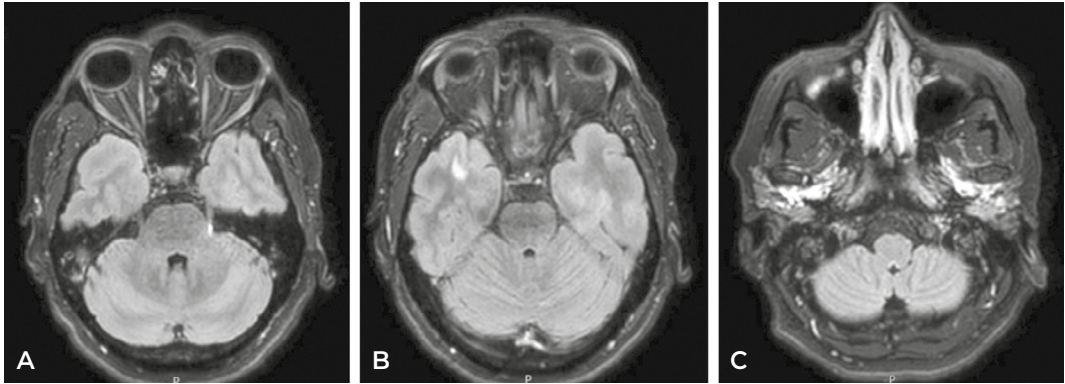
Resonancia magnética craneal en secuencia FLAIR. Se aprecian lesiones hiperintensas, en origen del V par izquierdo (A), polo temporal derecho (B) y área postrema (C).
